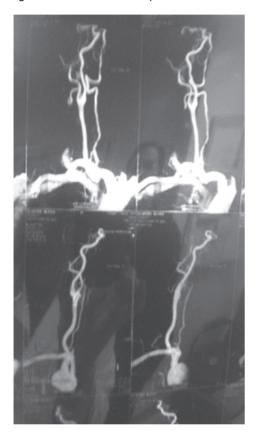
Angioresonancia caso clínico 1.
